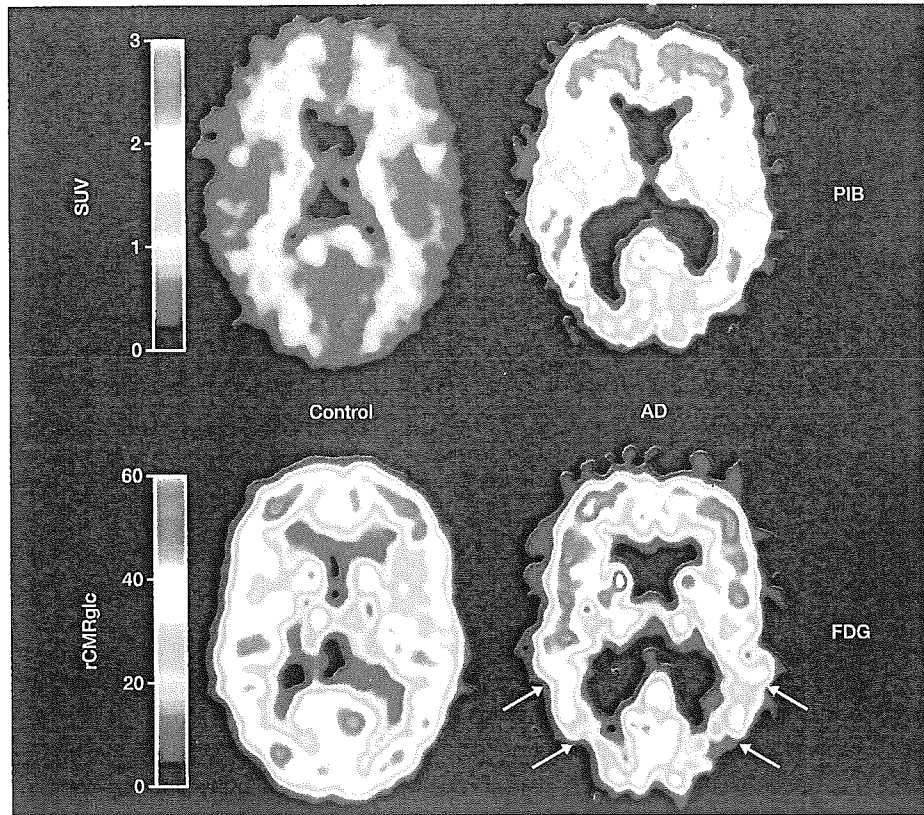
正常高齢者(上段左)、アルツハイマー病患者(MMSEスコア 21点)(上段右)における ^{11}C -PIB-PET画像(投与後40~60分のSUVの加算画像)および同じ正常高齢者(下段左)、アルツハイマー病患者(下段右)の ^{18}F -FDG-PET画像
